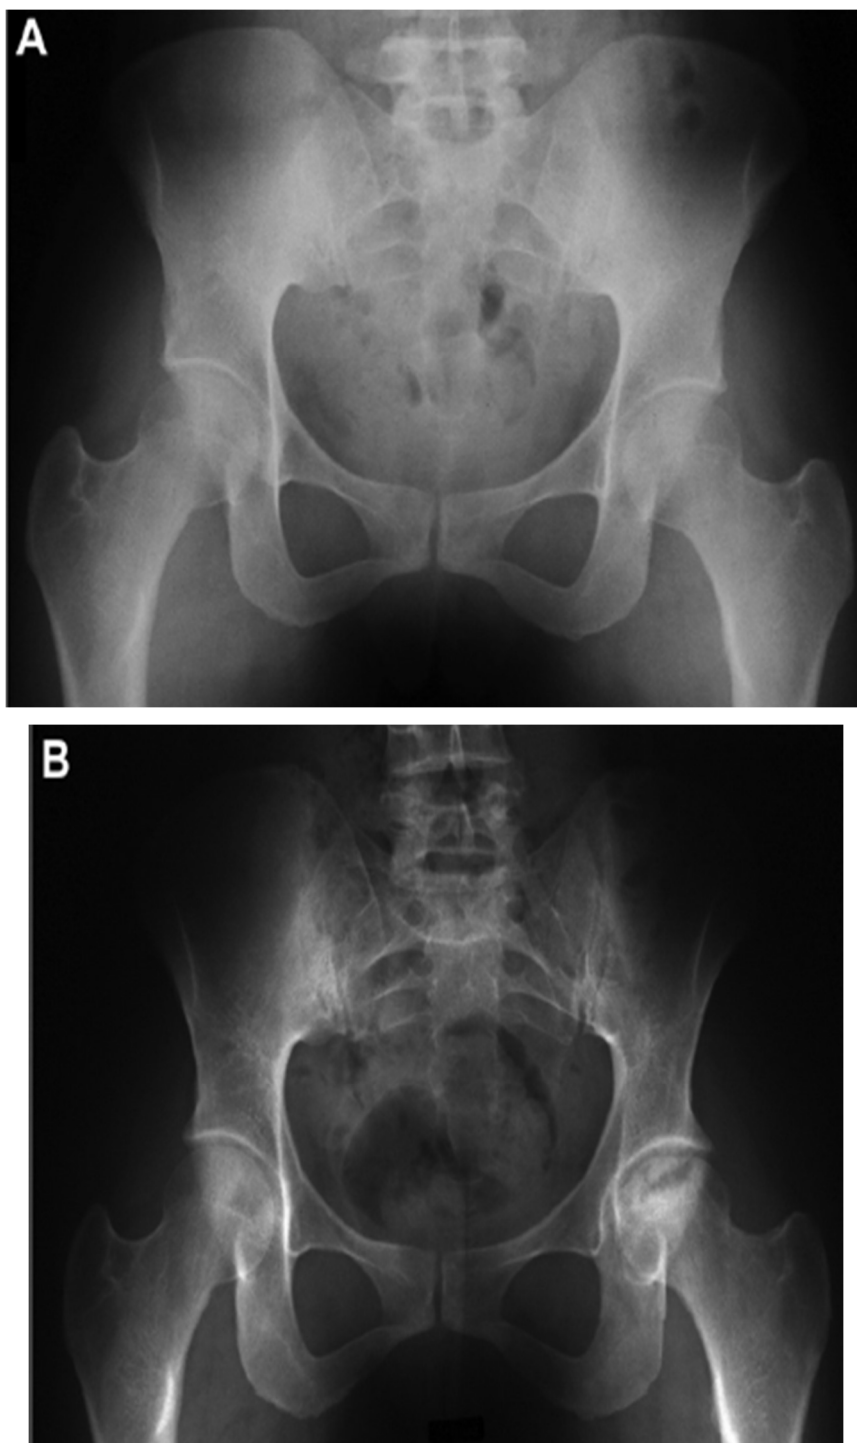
radiographie du bassin de face chez une femme avec diagnostic d'ostéonécrose fémorale gauche, (A) stade I de Alert et Ficat , (B) stade III [33]
